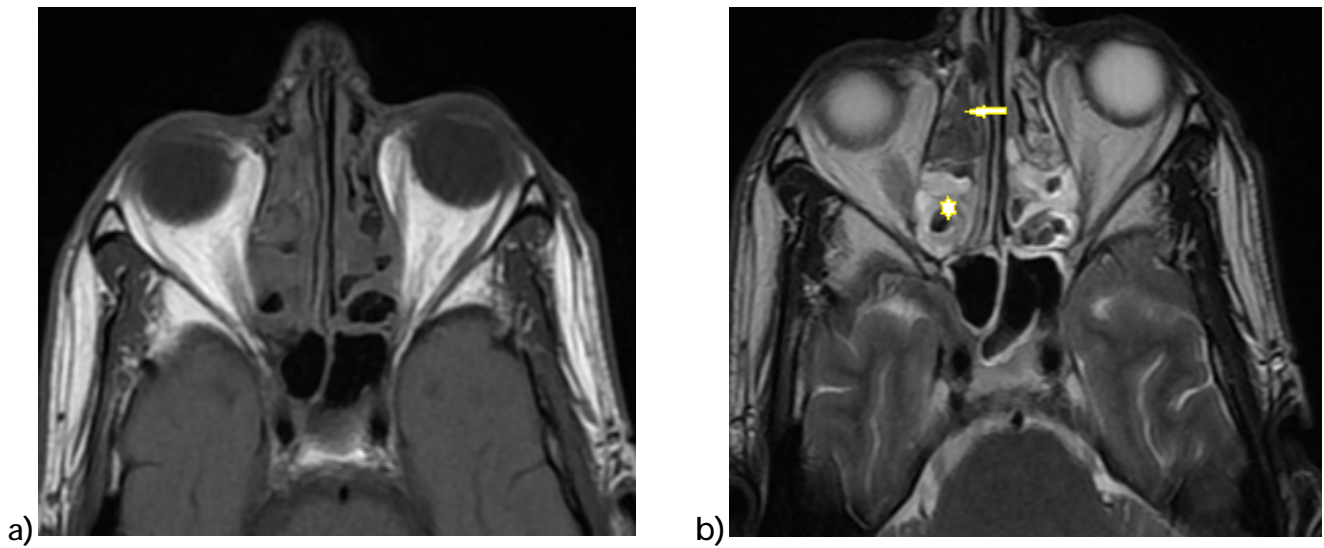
IRM cavités nasosinusiennes séquence T1 (a) et T2 (b) en coupes axiales objectivant le comblement iso intense tissulaire de l'ethmoïde antérieur (flèche) et hyper intense rétentionnel de l'ethmoïde postérieur (étoile) [Imagerie du CHU HassanII].
